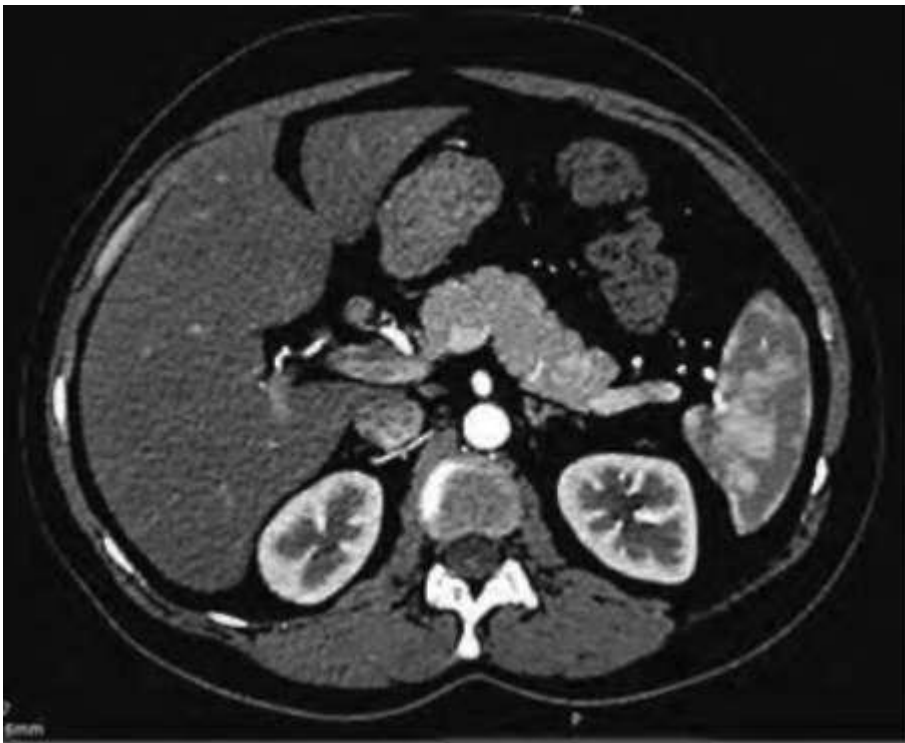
Мультиспиральная компьютерная томограмма. Опухоль хвоста поджелудочной железы (аксиальный срез, артериальная фаза)
